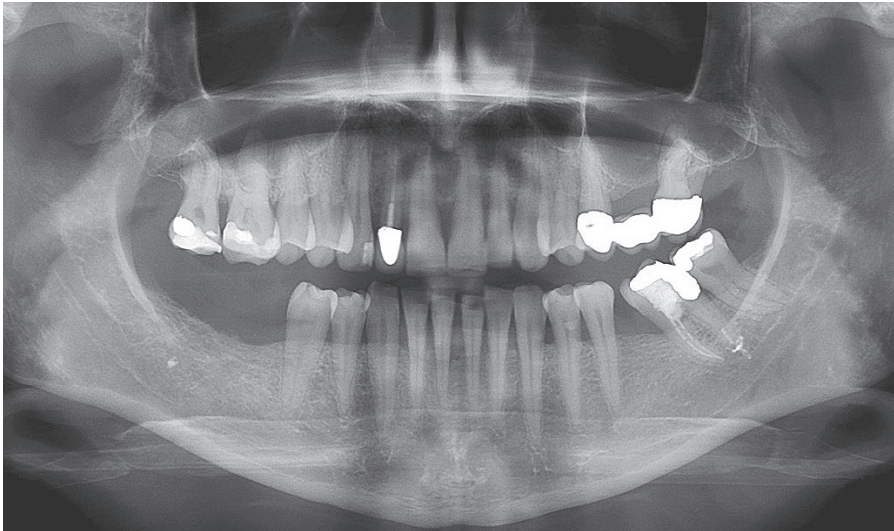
Röntgenologischer Ausgangsbefund.
